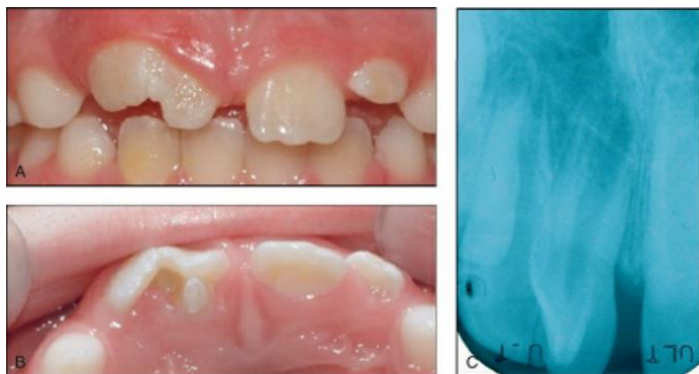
As seen in this patient, gemination can produce localized macrodontia (A) and other developmental abnormalities such as a talon cusp in the lingual-cingulum area (B). Discerning whether there is communication between the different dental segments can be difficult using traditional radiography
